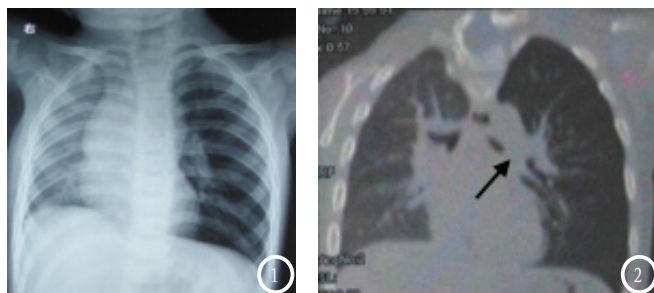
图2为胸部正位片,胸片轻度左前斜,纵隔明显右移,右膈高位至第五前肋水平。左肺透明度高于右肺,左膈低位至第六前肋水平,并且膈面内中段平坦。图1为CT扫描冠状重建,显示左主支气管管腔中远段阻塞(箭)。
